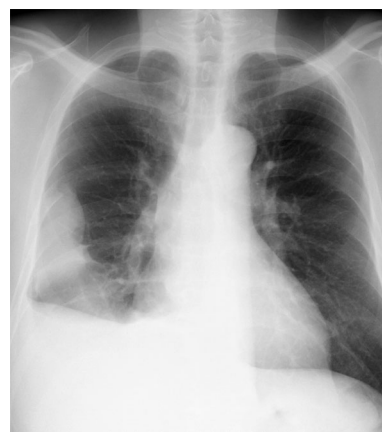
Chest X-ray showed pleural effusion and tumor of the right thoracic wall.
